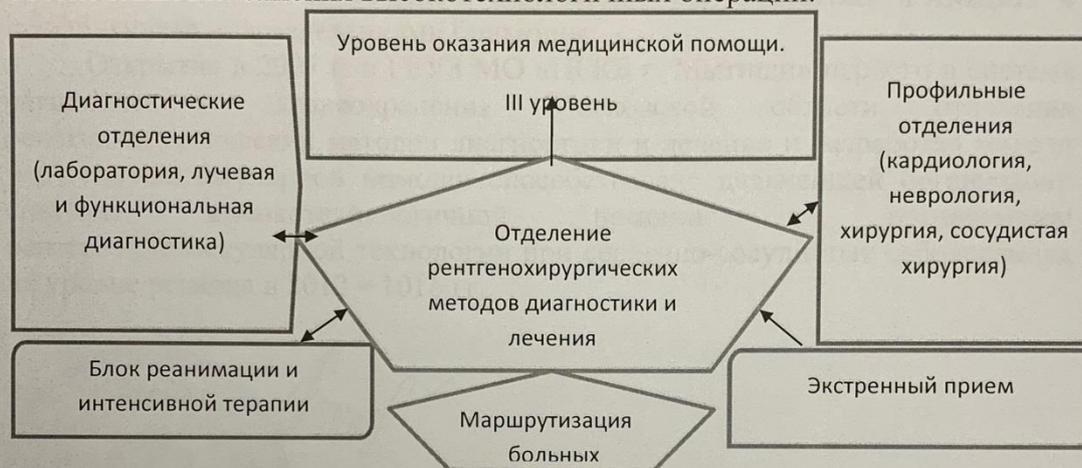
Организационно-функциональная описательно-графическая модель рентгенэндоваскулярной помощи на уровне региона.
